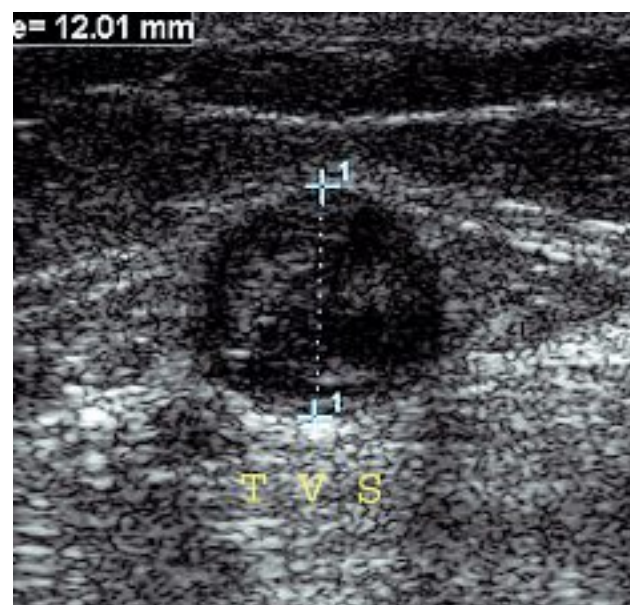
Diagnostic échographique d'une thrombose veineuse superficielle (TVS)
